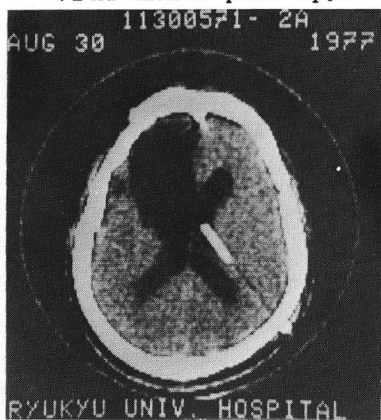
CT scan shows the reduced lateral ventricle. (after V-A shunt operation.)
